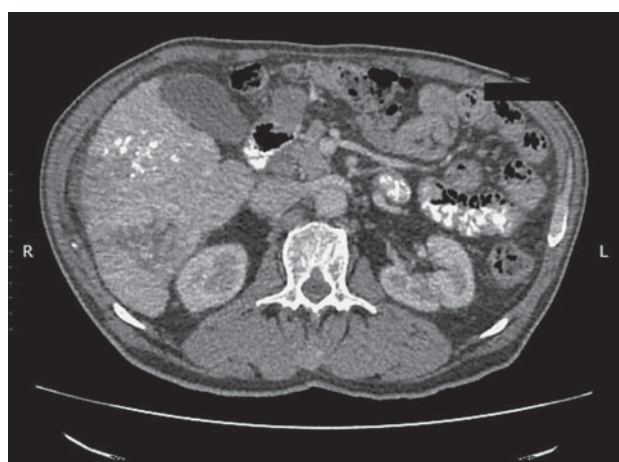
Пациент X. Компьютерная томограмма органов брюшной полости после трех курсов ТАХЭ.
